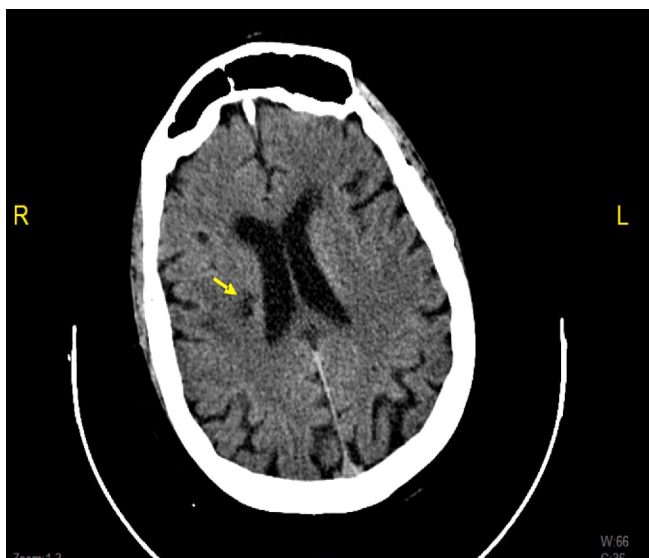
TC cranial: infart llacunar antic a nivell del nucli estriat dret
